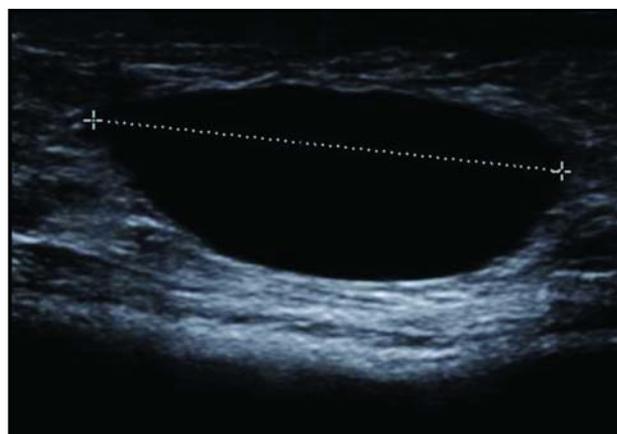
Estudio de ultrasonido de la misma paciente, que reveló que la tumoración encontrada es un quiste.
